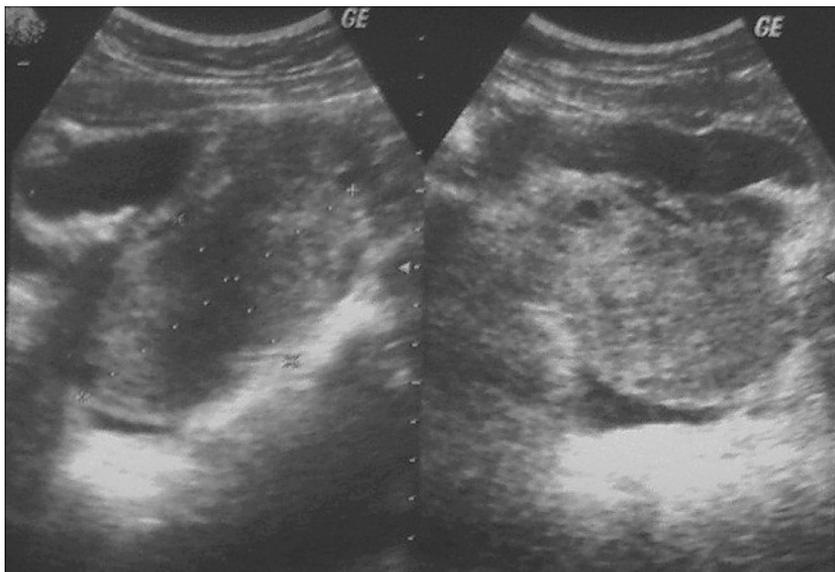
Вид кисты яичника при УЗИ.
